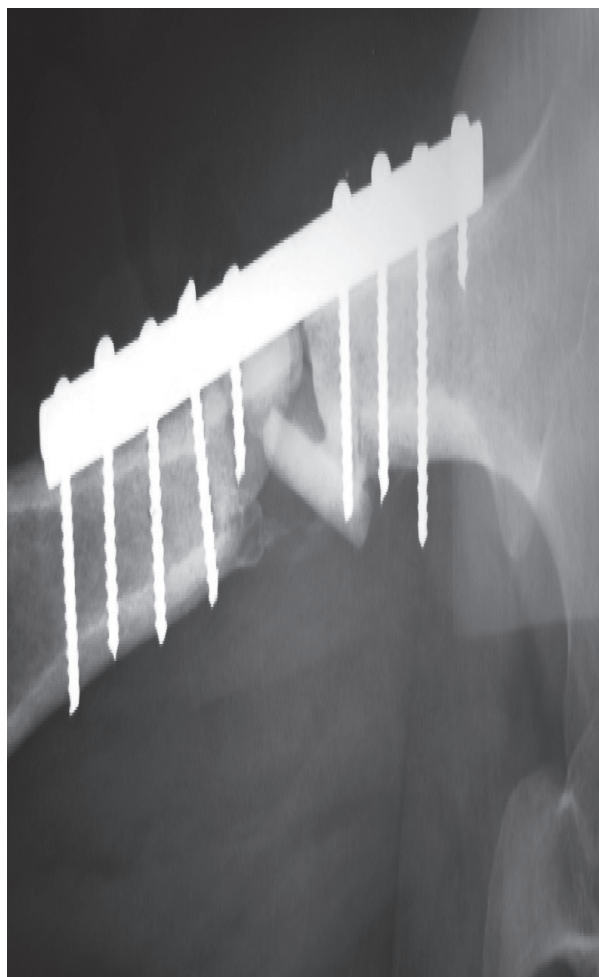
Radiografía anteroposterior de fémur izquierdo con pseudoartrosis diafisaria.
